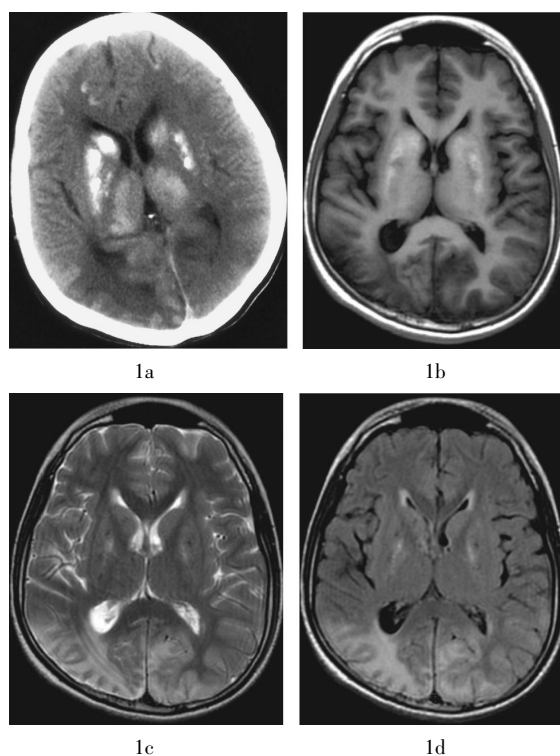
线粒体脑肌病伴高乳酸血症和卒中样发作患者的 CT、MRI 图像 患者男性, 16 岁, 图中, 1a: CT 平扫图像, 于双侧基底节区苍白球、尾状核、丘脑及双侧大脑半球皮层下弓状纤维见对称性多发钙化, 双侧枕叶、顶叶见对称性片状低密度影; 1b~1d: 分别为 MRI T1 加权、T2 加权、T2 压水图像。MRI 平扫于双侧枕叶、顶叶见对称性大片状长 T1、长 T2 异常信号(1b、1c), T2 压水像为高信号(1d), 同时累及灰白质, 双侧基底节区苍白球、尾状核钙化灶呈 T1 稍短、T2 稍长信号(1b、1c)。
